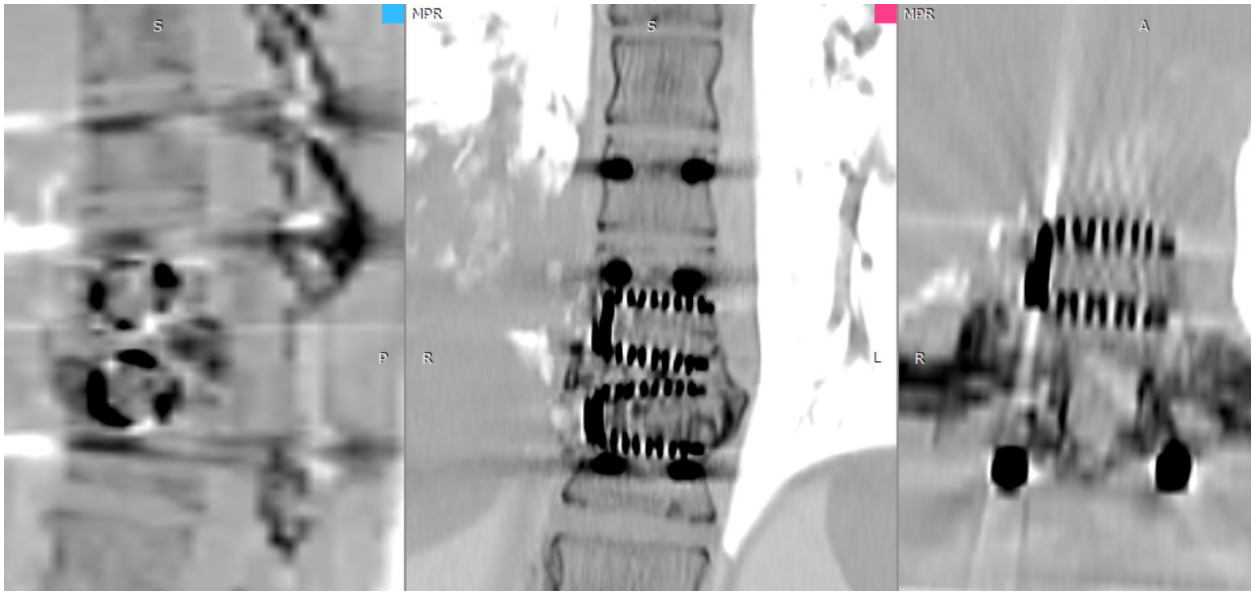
СКТ пациента П. после ventрального этапа операции
